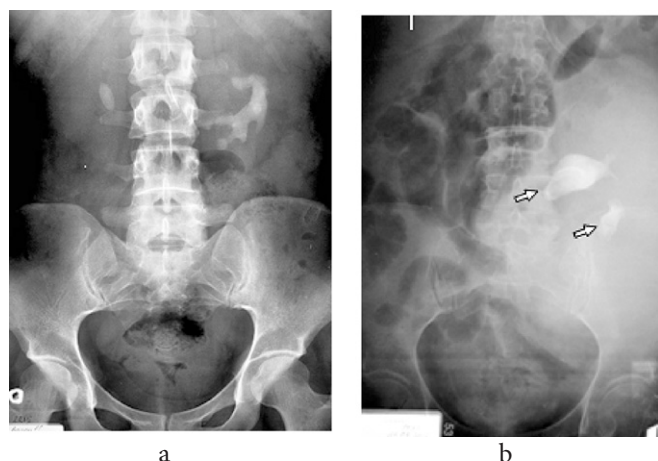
Radiografie renovezicală simplă: a – Calculi renali bilateral într-o anomalie renală, rinichi “in potcoavă”, b – Calcul coraliform în rinichi sub formă de “L”.
